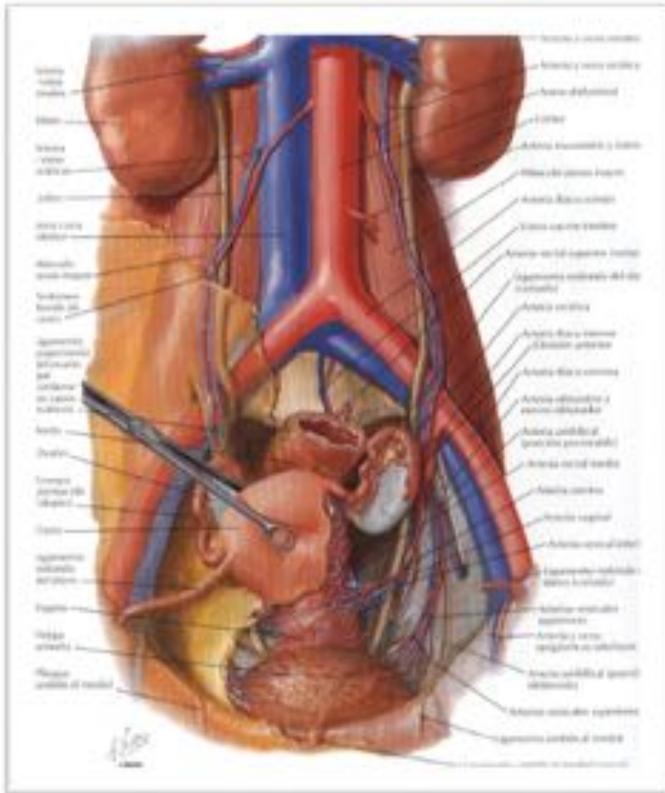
Combinación de la representación volumétrica de imágenes adquiridas en TC multidetector que muestra la aorta abdominal, la bifurcación ilíaca y las ramas de éstas. Se combina con una imagen coronal de los vasos en representación anatómica clásica.
